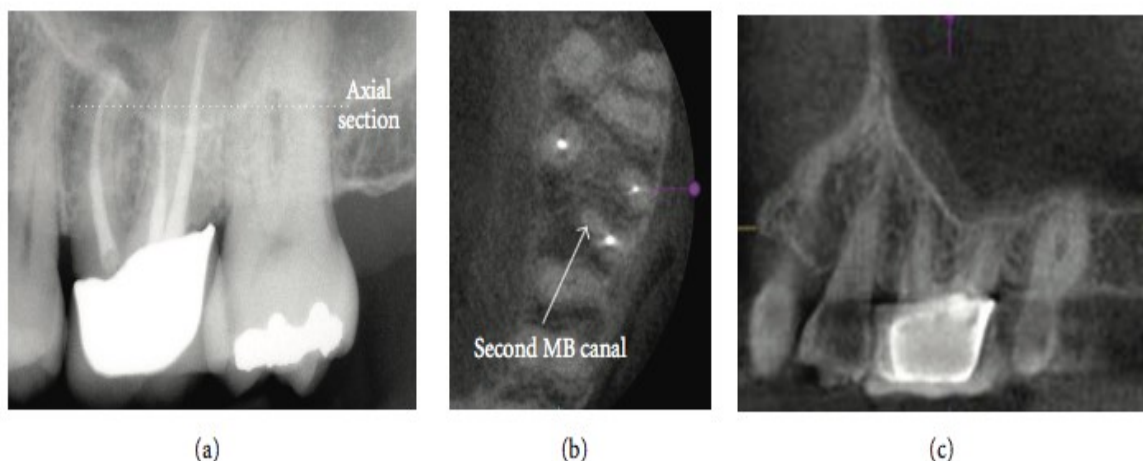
Importância do CBCT na deteção do MV2.
